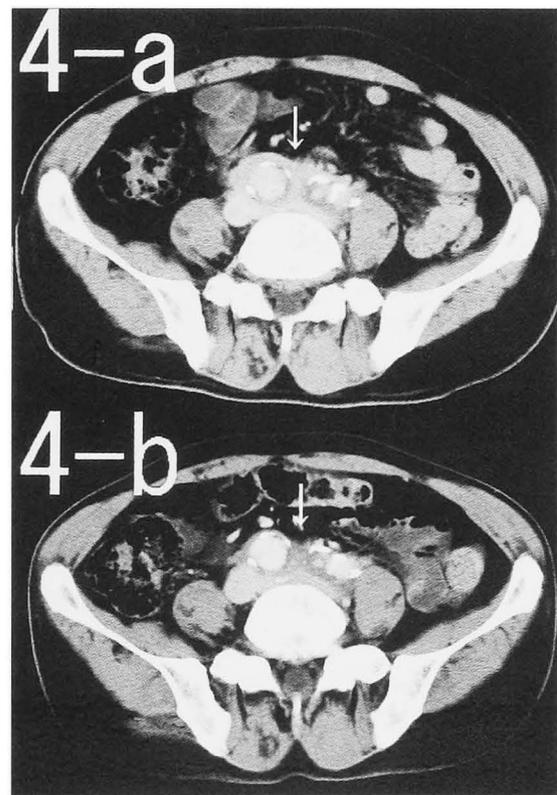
4-a CT scan shows the retroperitoneal mass enveloping abdominal aorta (arrow). 4-b CT scan shows the reduction of retroperitoneal mass after the treatment (arrow).
